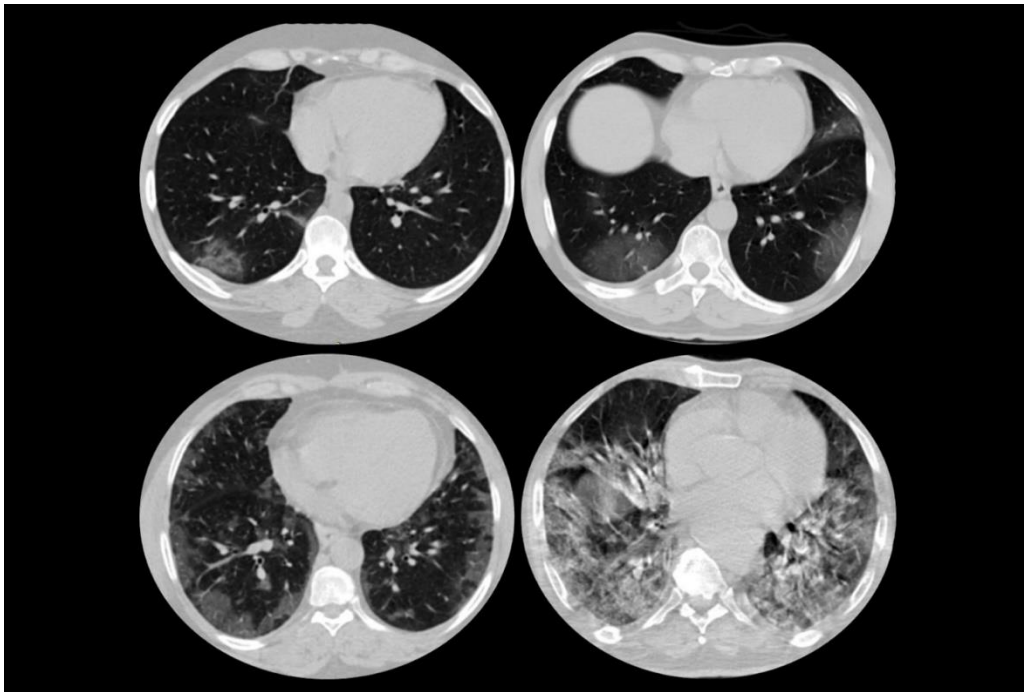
Stadiile de evoluție a severității bolii COVID19 observate imagistic prin CT, vederea axială [3]
